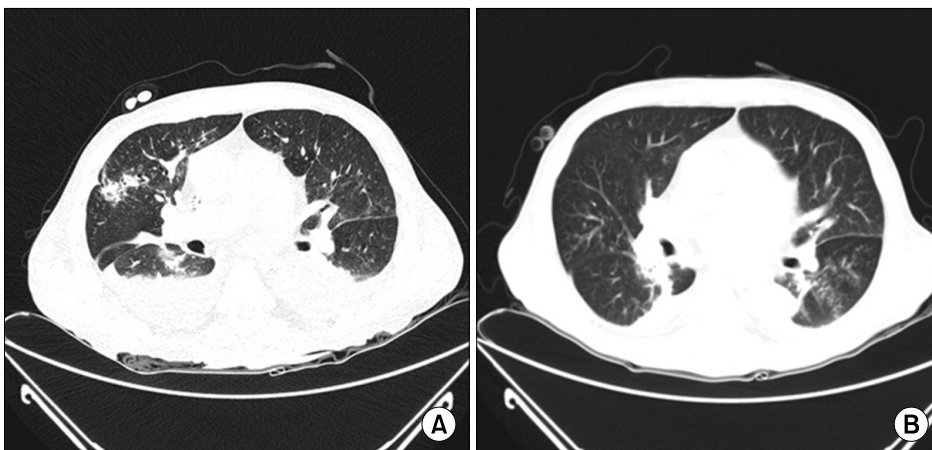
(A) Chest computer tomography. There are ill-defined centrilobular ground-glass opacity in right upper lung and pneumonic infiltration before antifungal treatment at 11th hospital day. (B) Chest computer tomography. After the 4 weeks of intravenous amphotericin B treatment, the pneumonic infiltration disappeared and this suggested improved state of pneumonia, especially pulmonary manifestation of disseminated cryptococcal infection.
